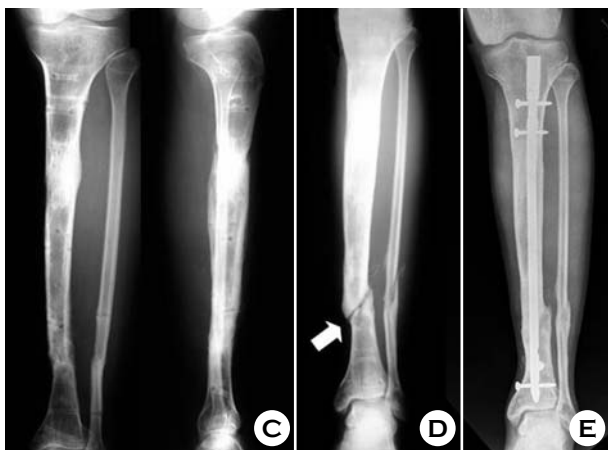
(C) With the bone graft on the docking site, the bone union occurred. (D) At two years of follow-up, the radiograph showed the fracture (white arrow) at the previous docking site. (E) After an intramedullary nailing, the tibia was healed.
